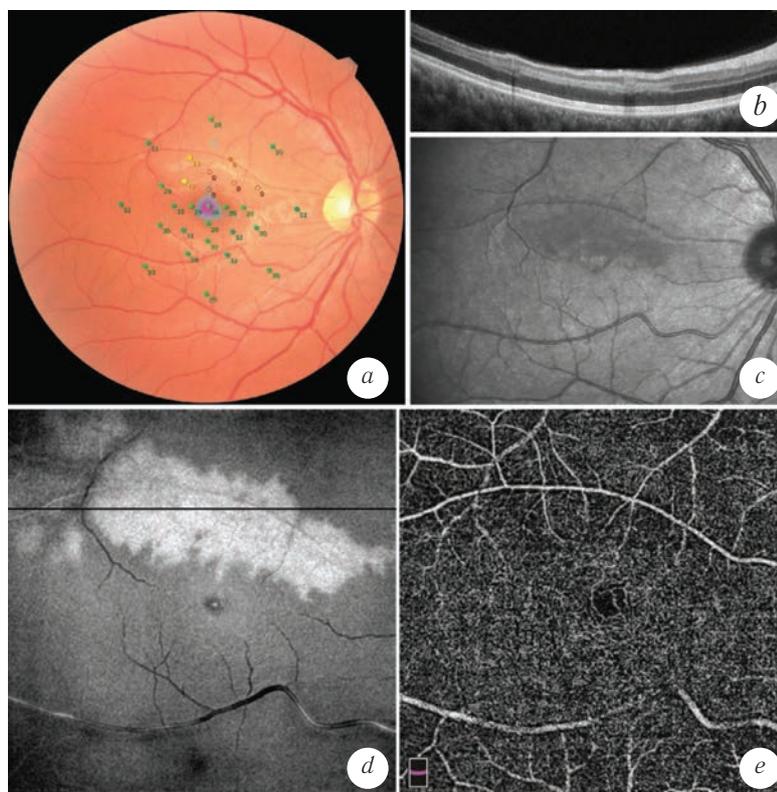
Случай артериолярной парацентральной острой срединной макулопатии: *a* — цветная фотография демонстрирует нормальную картину глазного дна, однако присутствует снижение светочувствительности в верхней части макулы; *b* — оптическое когерентное томографическое кросс-секционное структурное изображение визуализирует протяженный участок побледнения внутреннего ядерного слоя (положение скана соответствует черной линии на изображении *d*); *c* — инфракрасная сканирующая лазерная офтальмоскопия подтверждает наличие гипорефлективного участка в верхней части макулы, соответствующего зоне парацентральной острой срединной макулопатии; *d* — оптическая когерентная томографическая структурная анфас-проекция в пласте глубокого сосудистого комплекса, демонстрирует чётко очерченную зону артериолярной парацентральной острой срединной макулопатии в верхней части макулы; *e* — оптическая когерентная томография-ангиография, в пласте глубокого сосудистого комплекса определяется умеренная гипоперфузия в верхней части макулы, соответствующая зоне артериолярной парацентральной острой срединной макулопатии
